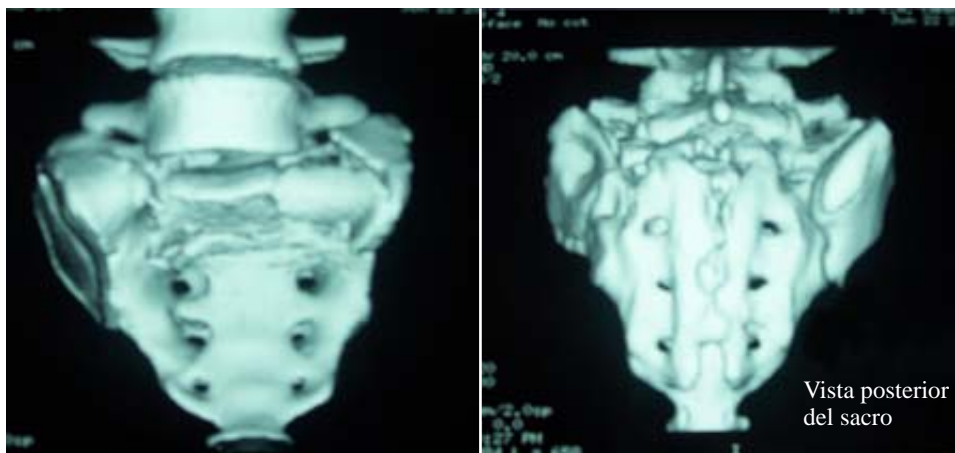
Tomografía: reconstrucción tridimensional del sacro. Trazo de fractura complejo con trazo transversa a nivel de S2 desplazado.
